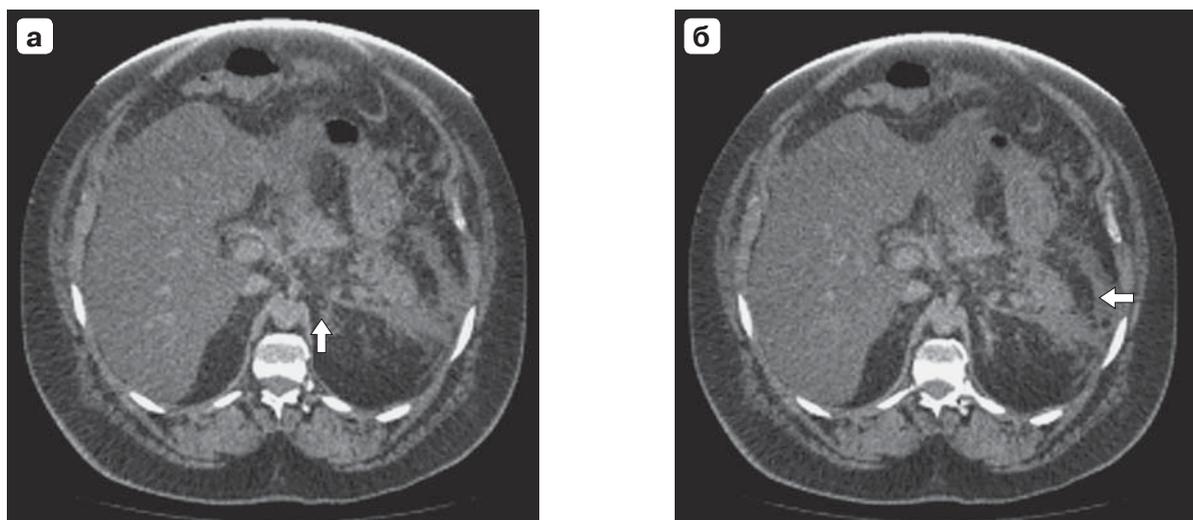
Компьютерные томограммы. Острый деструктивный панкреатит, панкреонекроз: а – паренхиматозная фаза, на границе тела и хвоста поджелудочной железы зона дефекта перфузии с четкими, неровными контурами (стрелка); б – экссудат (стрелка) локализуется спереди и латерально от поджелудочной железы, вдоль фасции Героты, распространяется каудально.
